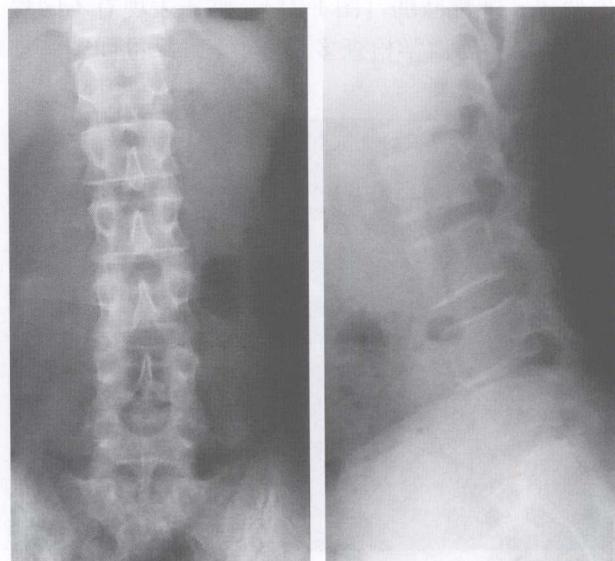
脊柱退变在腰椎正侧位X线片可以表现腰椎(L₄/L₅)间隙变窄
